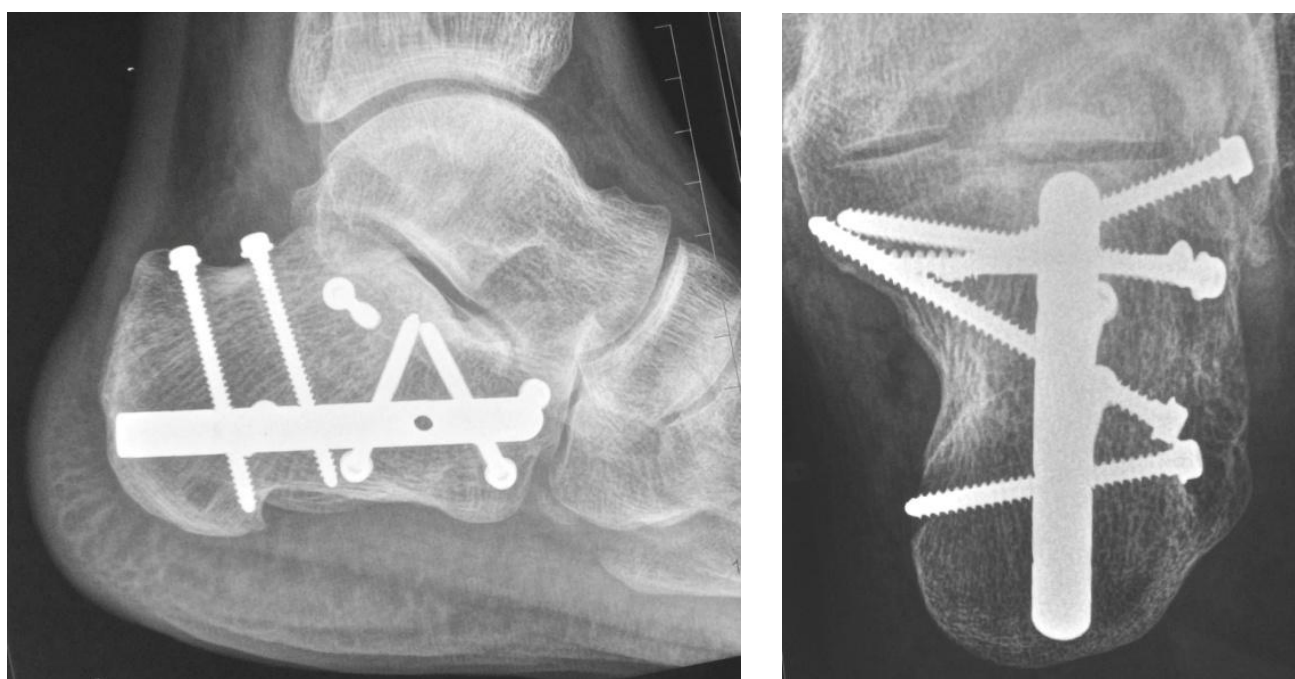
Рентгенограммы через 1 год после операции
